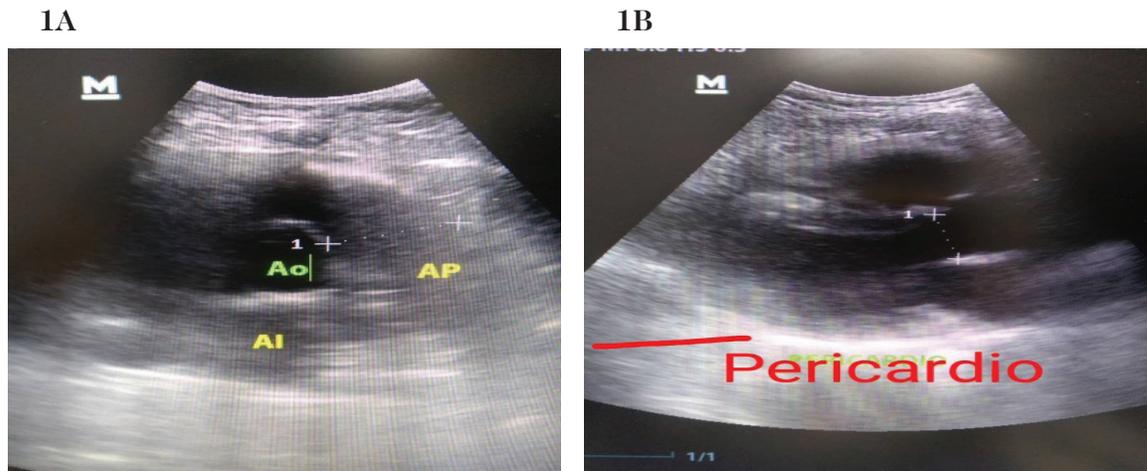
Ecocardiograma de paciente COVID-19 severo, quien curso con disnea persistente, el cual mostró HAP moderada. (A) Resalta aorta, arteria pulmonar y aurícula izquierda. (B) Derrame pericárdico. (Imagen cortesía Dra. Helen Jiménez, Cardiólogo Clínico UCOTI Coro, Falcón Venezuela).
